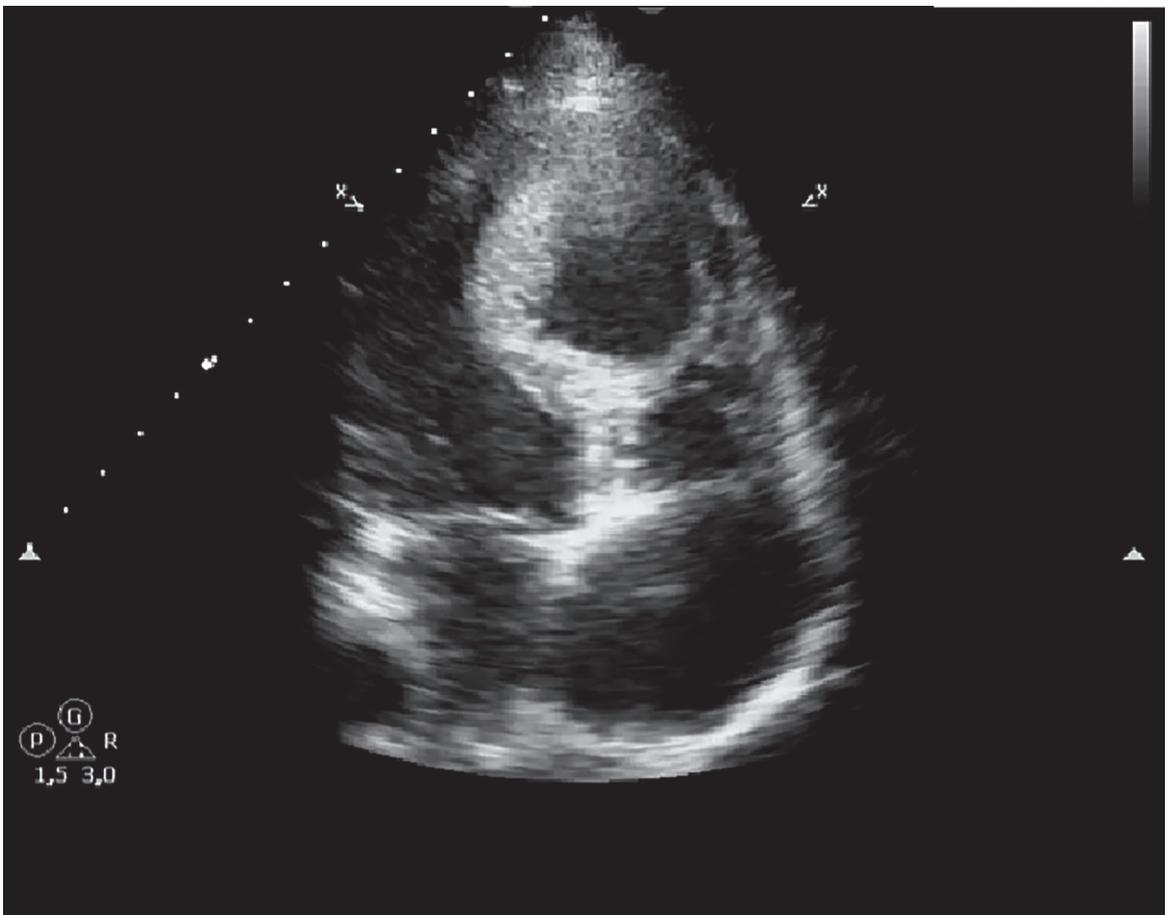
Ecocardiografía inicial que muestra lesión quística que se ubica en ventrículo derecho que desplaza septum interventricular hacia el ventrículo izquierdo
